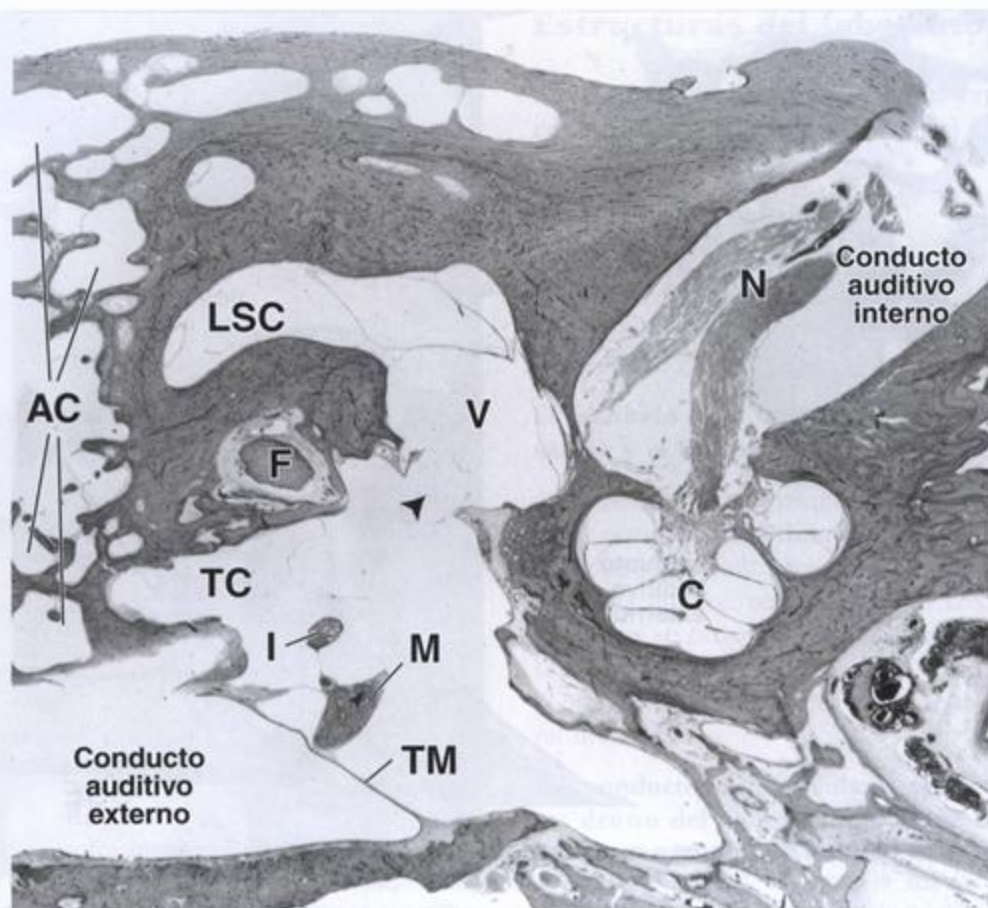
Corte horizontal a través de un hueso temporal humano. Aquí se muestran las relaciones de las tres divisiones del oído dentro del hueso temporal. La membrana timpánica (TM) separa el conducto auditivo externo de la cavidad timpánica (TC). Dentro de esa cavidad aparecen cortes del martillo (M) y del yunque (I). La pared posterior de la cavidad timpánica está en relación con las celdas mastoideas (AC), mientras que la pared lateral está formada principalmente por la membrana timpánica. La ventana oval (punta de flecha), que permite la comunicación con el oído interno, se ve en la pared medial de la cavidad (el estribo se ha retirado). Cerca de la ventana oval aparece el nervio facial (F). Se identifican la cóclea (C), el vestíbulo (V) y una parte del conducto semicircular lateral o externo (LSC) del laberinto óseo. Dentro del conducto auditivo interno pueden verse las divisiones coclear y vestibular del par craneano VIII (N). 65 x.
